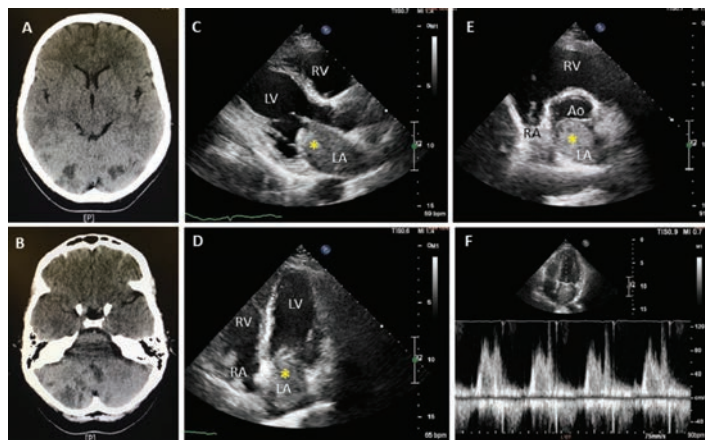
Computed tomography of the head – areas of lowered density in both cerebellar hemispheres, larger in right hemisphere, in head of caudate nucleus, and small hypodense lesion subcortically on left frontoparietal border; C. Transthoracic echocardiography, parasternal long-axis view – additional mass in left atrium (LA) chamber penetrating into mitral valve orifice; D. Transthoracic echocardiography, apical four-chamber view – additional, hyperechogenic structure in LA chamber, with uneven edges and non-uniform echogenicity, penetrating into mitral valve orifice, with pedicle in vicinity of fossa ovalis (marked with asterisk); E. Transthoracic echocardiography, parasternal short-axis view, vascular level; F. Transthoracic echocardiography, pulsed-wave Doppler flow through mitral valve; RV – right ventricle; LV – left ventricle; RA – right atrium; Ao – aorta
